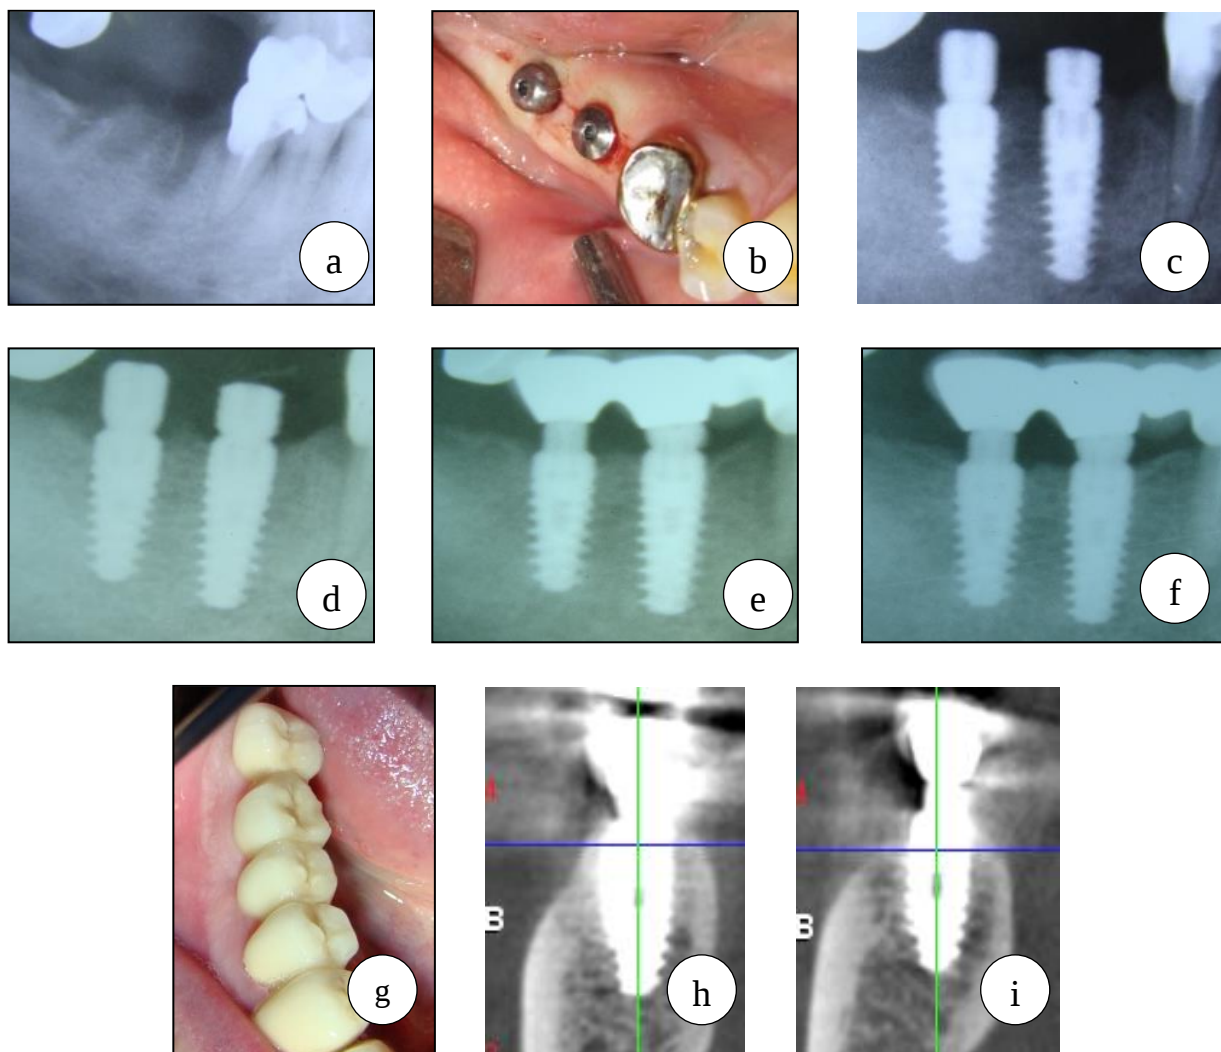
a) fragment din OPG – alveolele d. 46, 47 la 8 săptămîni după extracție; b) instalate implantele, aplicate conformatoarele gingivale; c) OPG imediat postoperator; d) 3 luni după instalare – apozitie periimplantară de os; e) OPG la un an după punere în funcție – os stabil periimplantar; f) OPG la 3 ani; g) aspectul în cavitatea bucală la 4 ani după așunere în funcție – gingia periimplantară fără semne de recesiune; h,i) CBCT secțiuni, osul periimplantar stabil.
